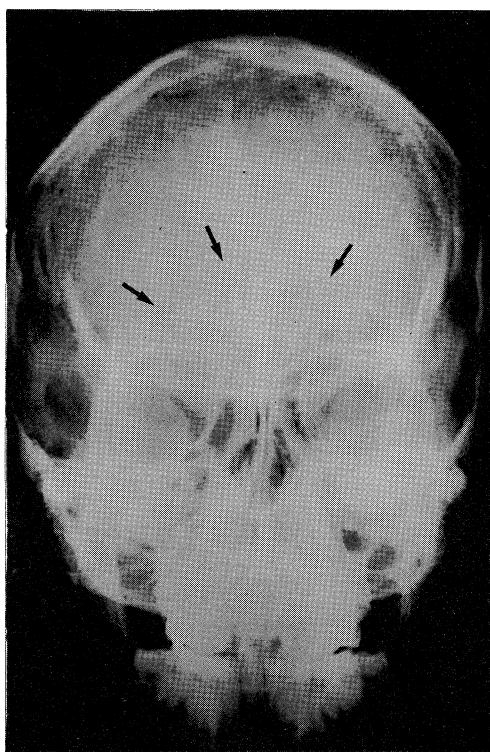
Skull X-ray film showing opacification of a frontal sinus (arrows).
